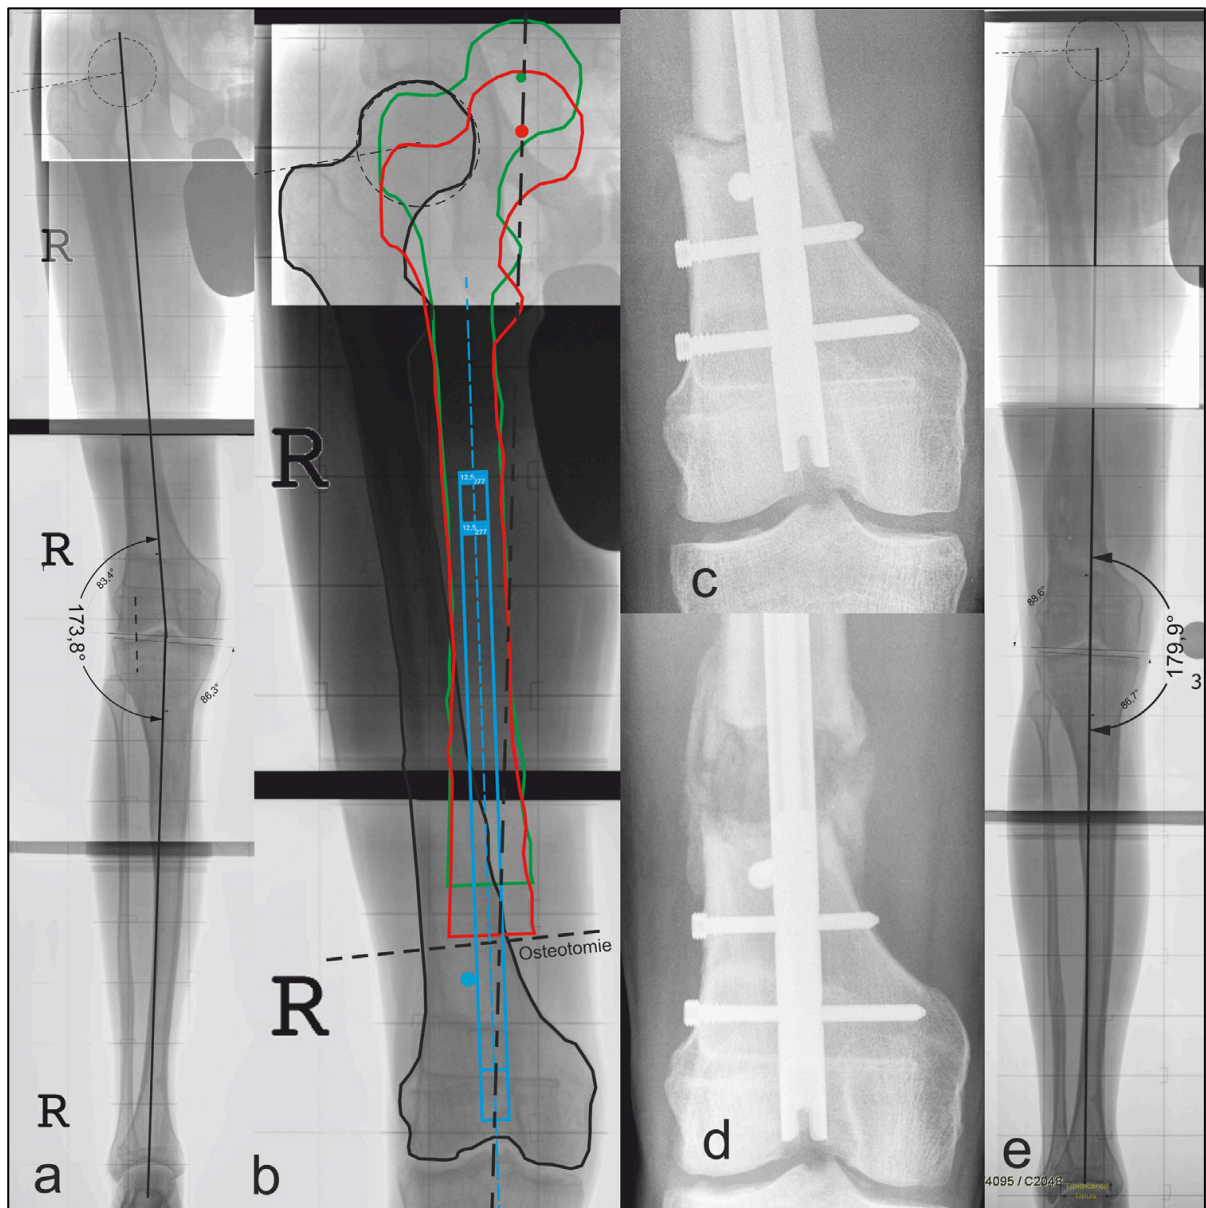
a) Klinisches Beispiel mit femoral bedingter Beinverkürzung rechts und valgischer Achsabweichung, b) Detailausschnitt der Korrekturplanung an der LAIS, c) postoperatives Röntgenbild mit retrogradem Verlängerungsmarknagel und Pollerschraube nahe der Osteotomie, d) Kallusdistraction während der Verlängerungsphase, e) abschließende LAIS nach Implantatentfernung mit korrigierter Beinlänge und Beinachse
